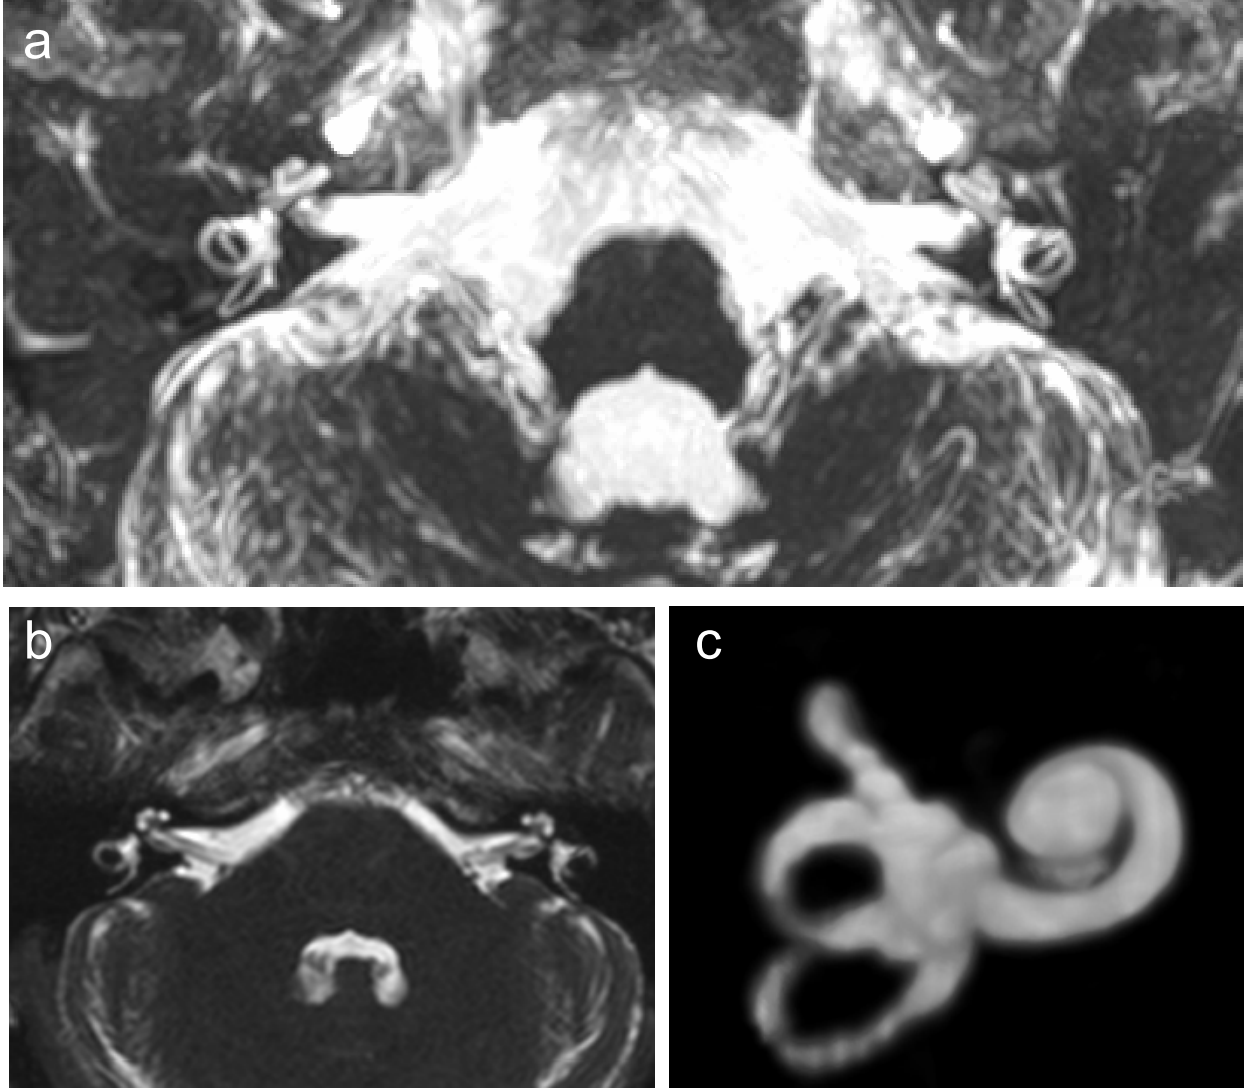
Bilateral SNİK olan 7 yaşında kız hastanın aksiyel planda CISS MRG serisinden MIP yöntemiyle elde olunan 3B görüntülerinde koklea posteroinferiorunda hiperintens sinyalle karakterize kistik, dilate endolenfatik kese deformitesi mevcuttur.
